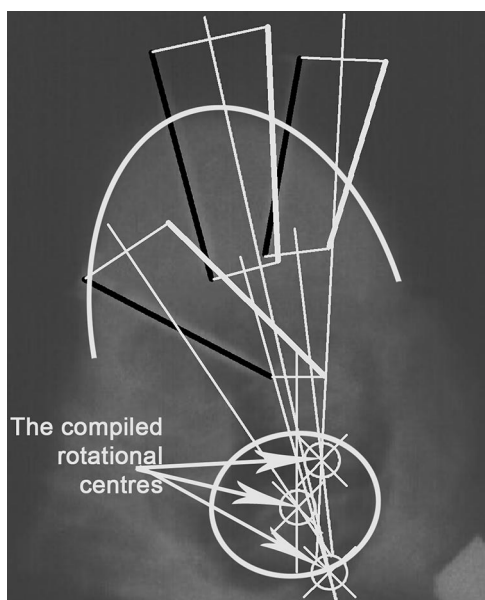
The method used for determining the rotational axis with the 3 nails. Projecting the original radiograph (neutral position) and the rotated situation (counterclockwise) on each other. Lines indicate the outline of the vertebral body and spinal canal.
